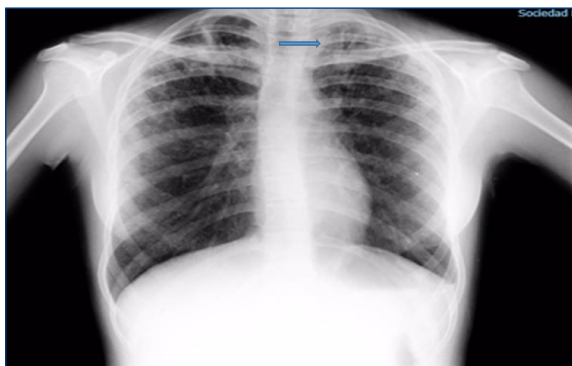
Radiografía de tórax. Aumento de la trama intersticial bilateral. Flecha azul: lesión tipo caverna en vértice izquierdo.
